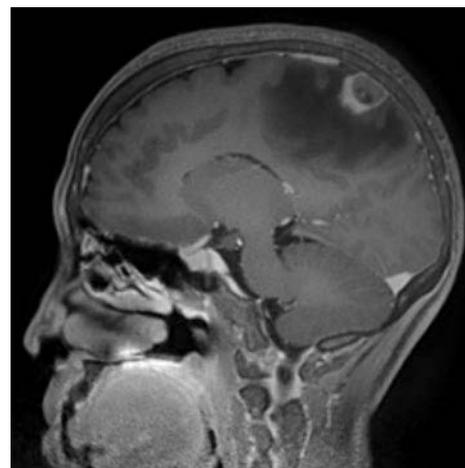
Brain contrast-enhanced magnetic resonance imaging (MRI) showed a tumor in the right parietal lobe and cerebral edema around the tumor.
